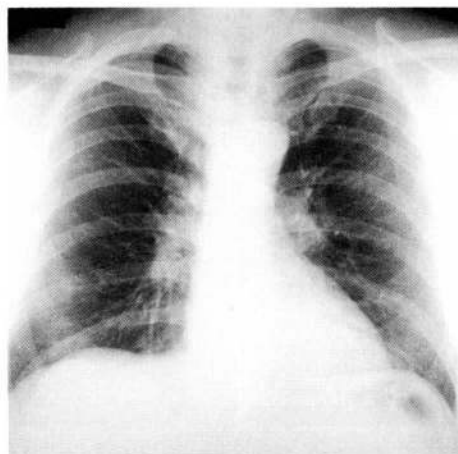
Chest X-ray on first admission shows interstitial shadows in the bilateral lower lung fields.
